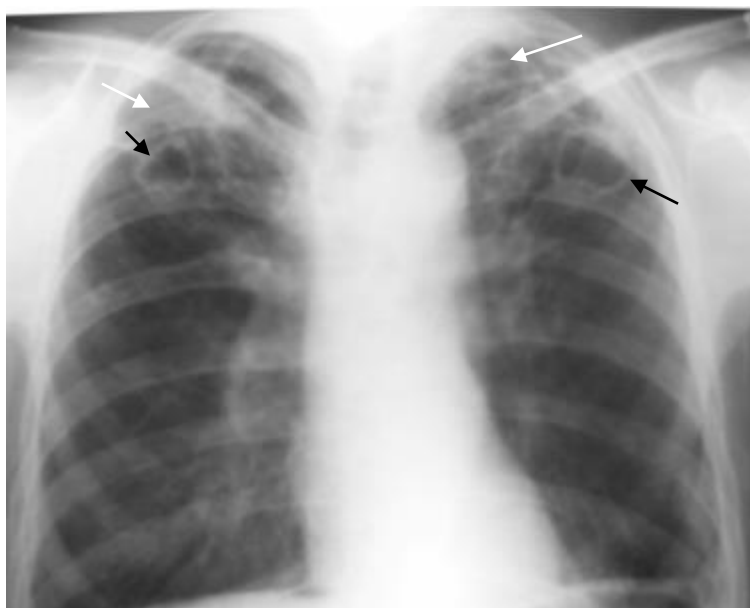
Обзорная рентгенограмма грудной клетки в прямой проекции. В области I–II межреберий справа и слева в легочных полях кольцевидные тени округлой формы без наличия жидкости (черные стрелки). В области верхушек легких и I–II межреберий неоднородные средней интенсивности затемнения с четкими контурами (белые стрелки). Фиброзно-кавернозный туберкулез обоих легких
